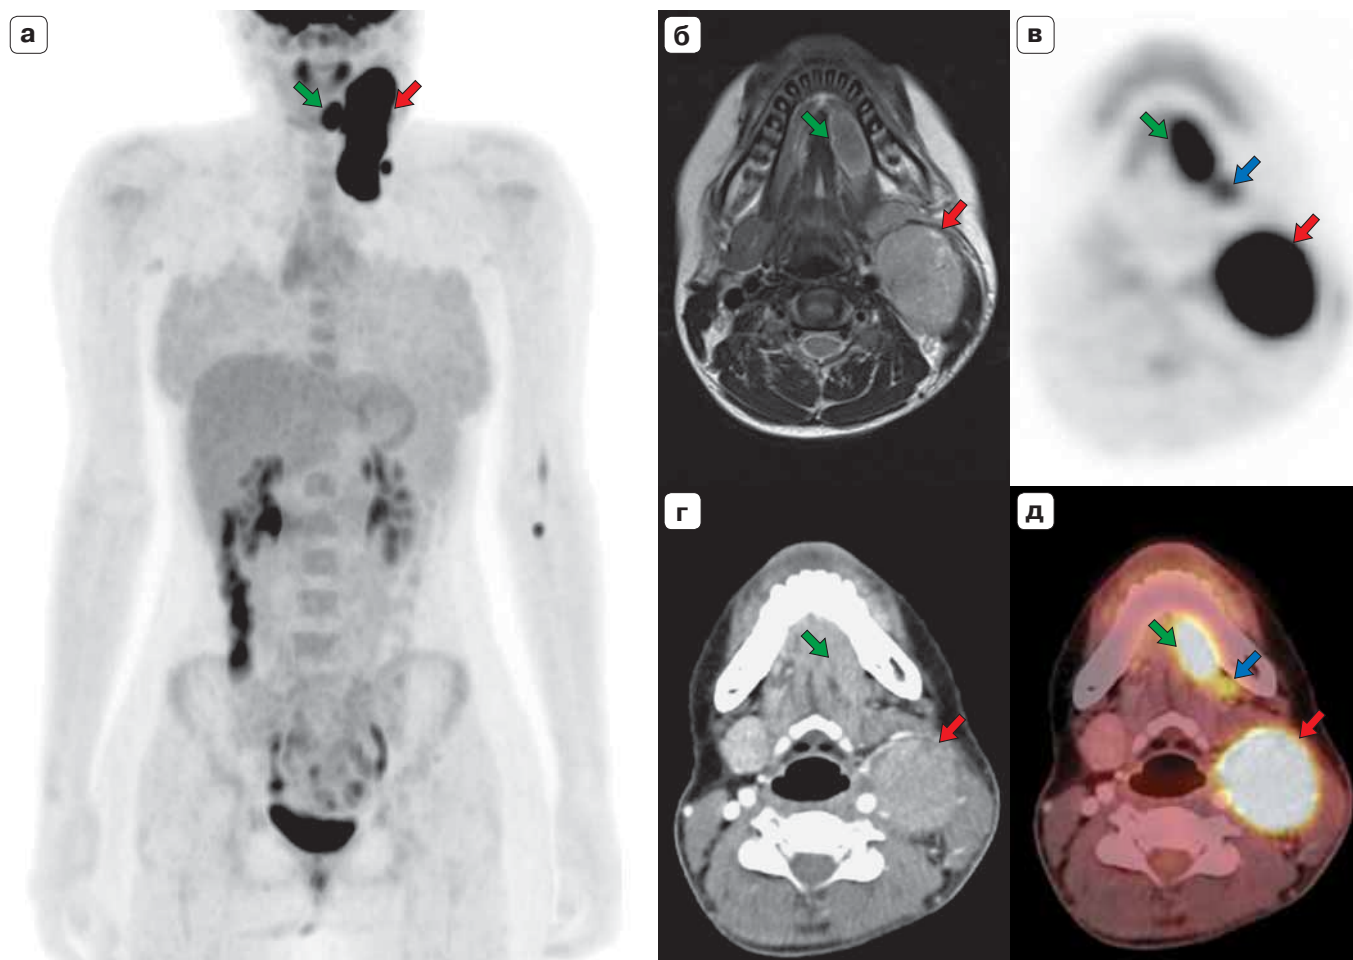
ПЭТ/КТ с ^{18}F -ФДГ. Метастазы низкодифференцированного рака в лимфатических узлах шеи слева до лечения. а – МIP ПЭТ во фронтальной реконструкции; б – аксиальные срезы МРТ в режиме Т2, в – ПЭТ, г – КТ с КУ и д – ПЭТ/КТ: очаговое накопление РФЛП в подъязычной слюнной железе – первичный очаг (зеленая стрелка), поднижнечелюстном лимфатическом узле (синяя стрелка), конгломератах лимфатических узлов шеи слева (красная стрелка).
